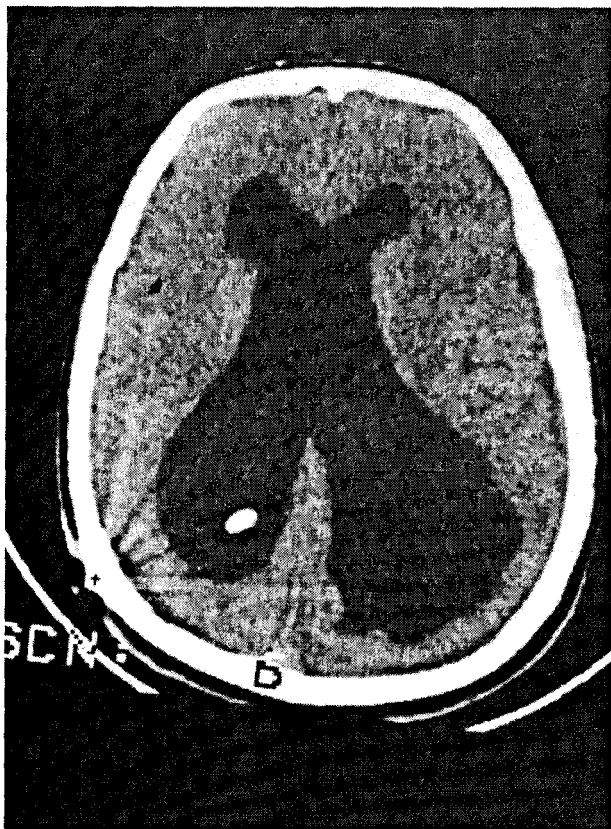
CT-scan - hidrocefalie la care s-a aplicat drenaj ventriculo-peritoneal eficient.
